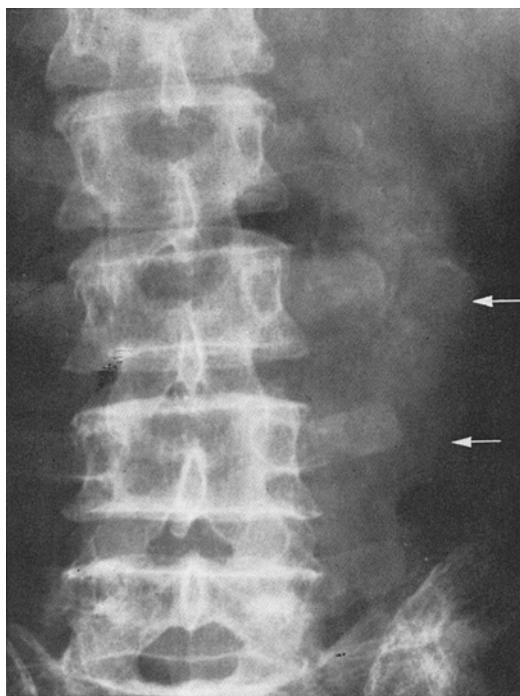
Fall 3. Überwiegend links paravertebral der LWS ausgedehntes Neuroblastom mit fleckförmigen Kalkherden im Tumorschatten. Nativröntgenogramm
